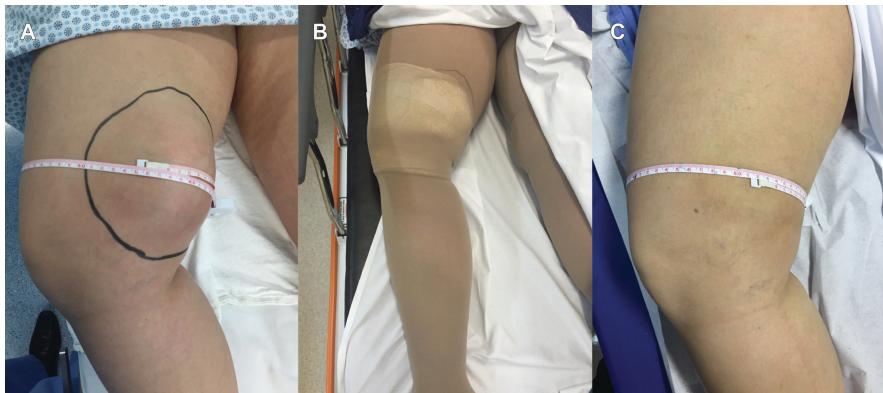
Images from Case 1: posttraumatic lymphocele. Swelling and local pain in the right medial thigh after a direct trauma (A). Wearing an elastic stocking over local compression dressing (surgical compress and micropore tape) after puncture to relieve pain and administer sclerotherapy with polidocanol (B). At follow-up appointment, patient is asymptomatic and wearing an elastic stocking. Control Doppler ultrasonography showed complete remission of accumulated liquid, and the elastic stocking was withdrawn (C).
